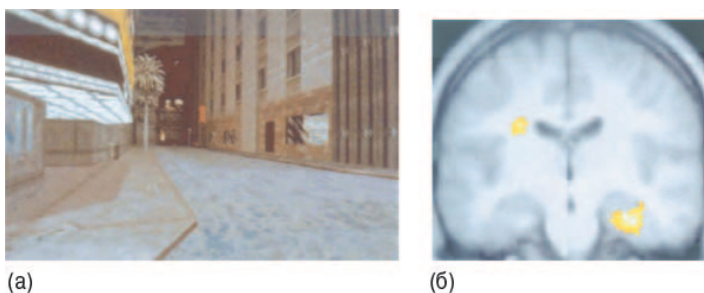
Активность человеческого мозга, связанная с пространственной навигацией. (а) На мониторе компьютера был показан виртуальный город, а испытуемые в ПЭТ-томографе используют кнопки для навигации в виртуальном пространстве. (б) Повышенная активность мозга, связанная с пространственной навигацией, наблюдается в правой части гиппокампа и в хвосте левого хвостатого ядра (желтый) (Источник: [Maguire et al., 1998, fig. 1])
